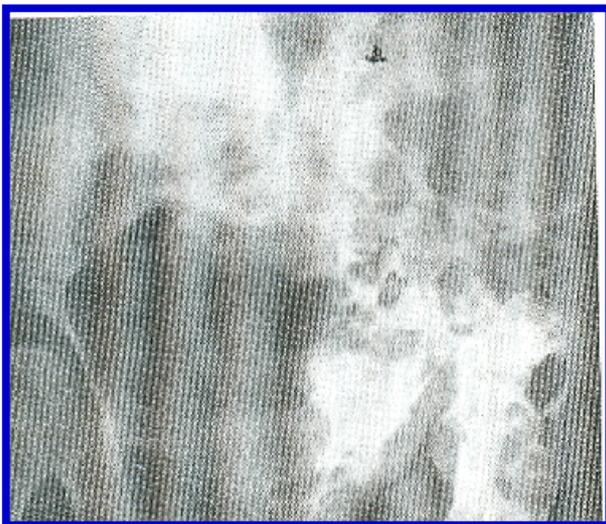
Рентгенограмма костей таза при поражении их эхинококкозом
